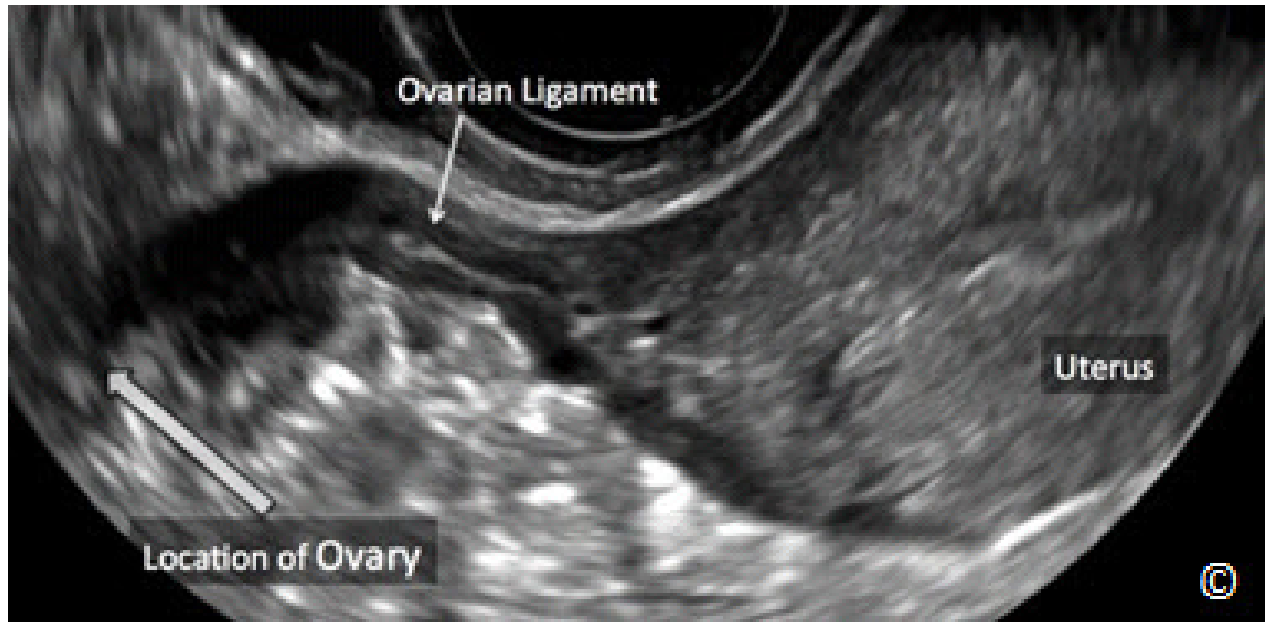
Ultrasonido transvaginal del mismo útero que en la figura 14.11 con el transductor angulado hacia la región anexial. Siguiendo el ligamento ovárico (rotulado), el ovario ipsilateral puede ser visto comúnmente.
